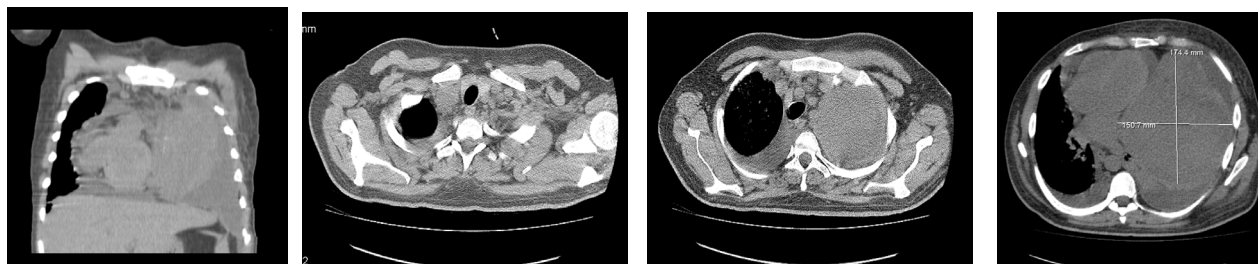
TC tórax (Novembro/2009): Massa heterogênea ocupando grande parte do hemitórax esquerdo com 17,5 cm x 15 cm de eixos ântero-posterior e transversal, estendendo-se à região hilar homolateral, sem planos de clivagem com o pericárdio e condicionando desvio contralateral do mediastino. Brônquio lobar superior completamente ocluído. Derrame pleural de pequeno volume bilateralmente.
